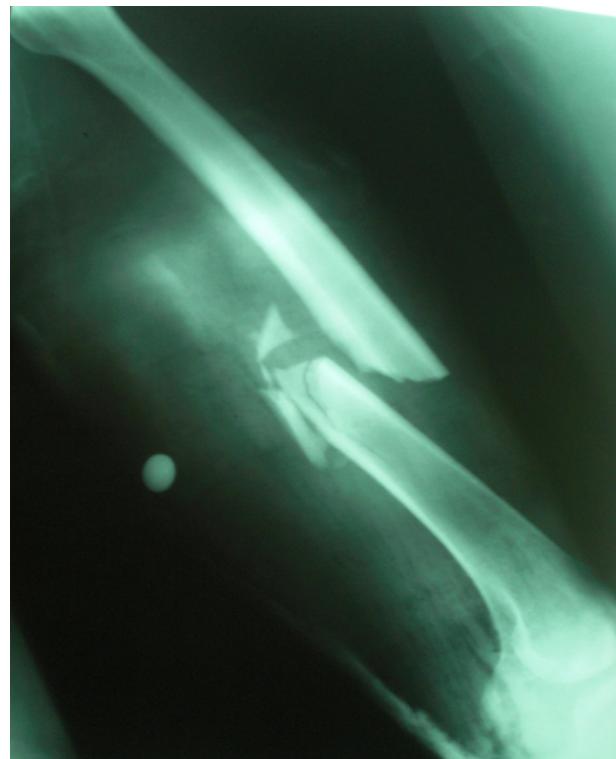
Radiographie montrant une fracture B3.
